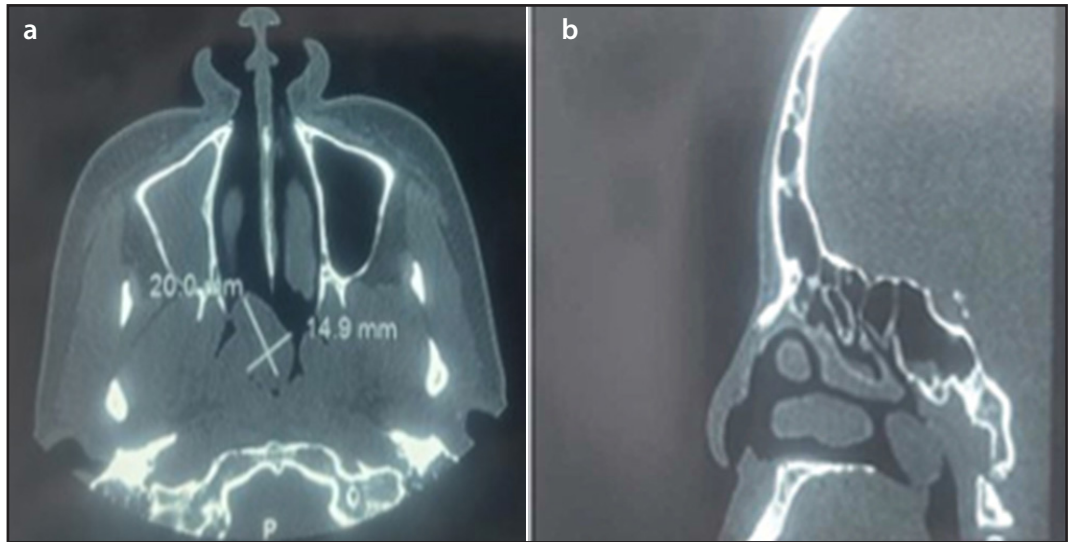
(a) Corte axial y (b) Corte sagital de TC de senos paranasales donde se observa tumor en nasofaringe, cuyas medias es de 20 x 15 mm.
